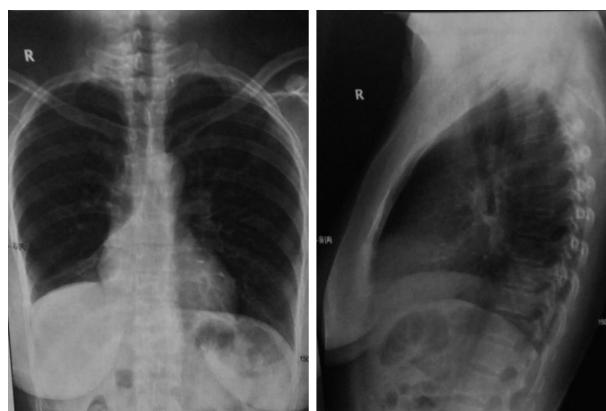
2017年11月24日胸部正侧位X线片未见明显异常
